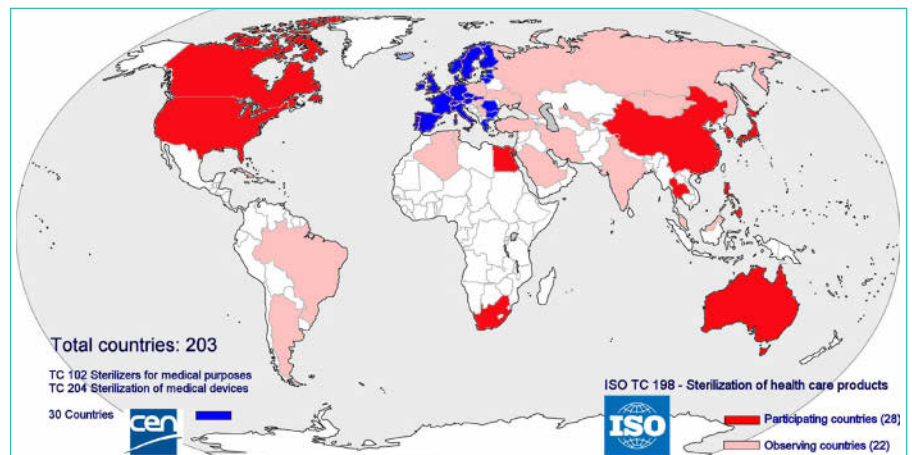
Mitgliedschaft in ISO und CEN. Kein Land mit niedrigem Durchschnittseinkommen ist Mitglied der Technischen Komitees (TC) der Normungsgremien, die mit der Sterilisation befasst sind, und keines hat somit einen Einfluss auf die dort aufgestellten Normen.
